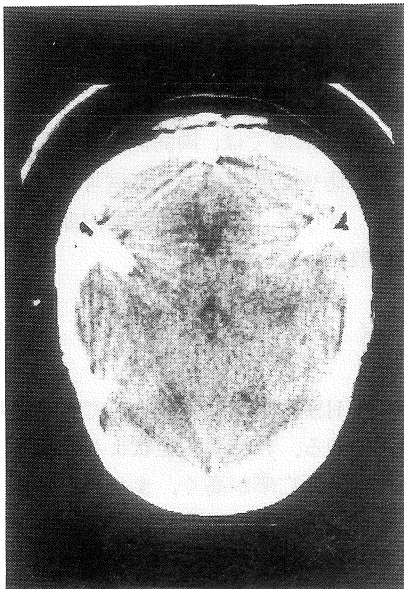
症例 2 — 発症 8 日後の単純 CT. 脳室が狭小化し、脳全体の腫脹が示唆される。
